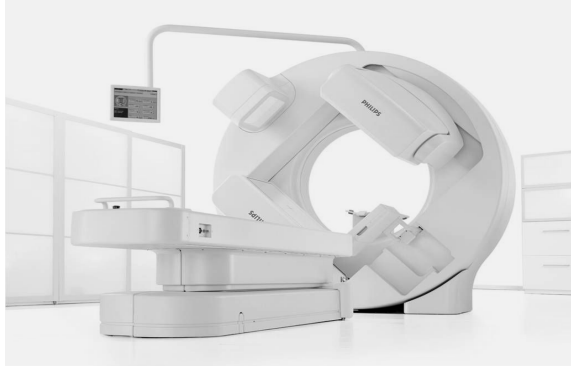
BrightView XCT (SPECT/CT with flat-panel detector) was used for experiments.
